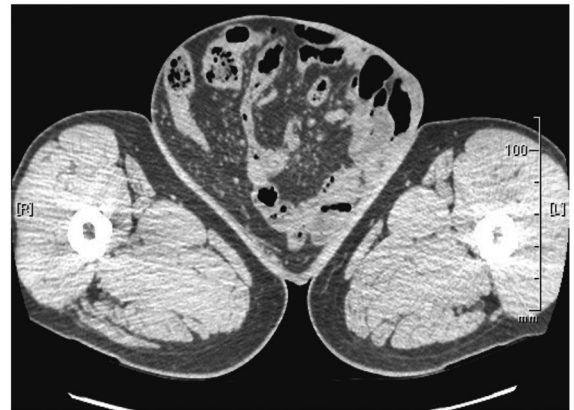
大腿部 CT：ヘルニア内容は腸管と大網と考えられた
